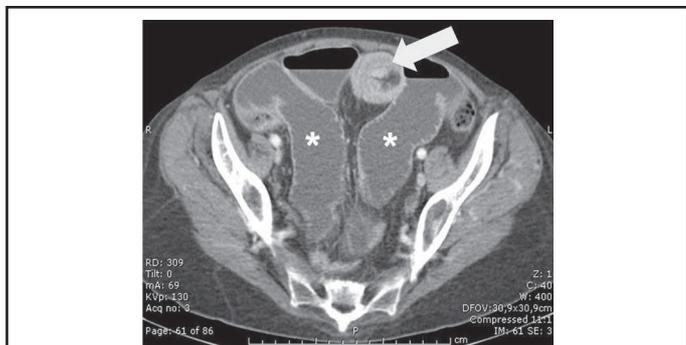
Coupe axiale tomographique avec injection intraveineuse de produit de contraste montrant une distension grêle (astérisques) et une image suspecte d'invagination intestinale (flèche).
